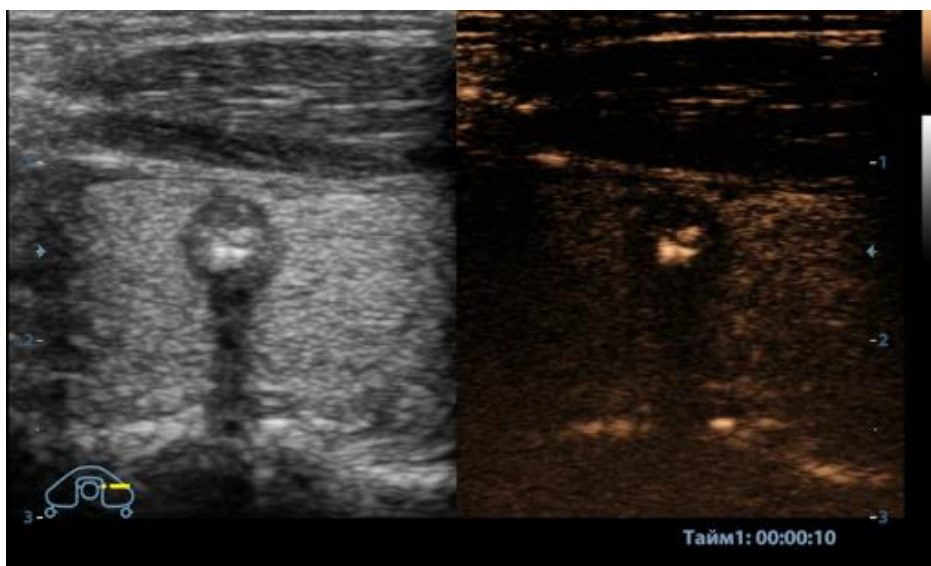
Папиллярный РЦЖ. УЗИ: КУУЗИ: начало введения контраста – 10-я секунда исследования (нет контрастирования опухоли)
